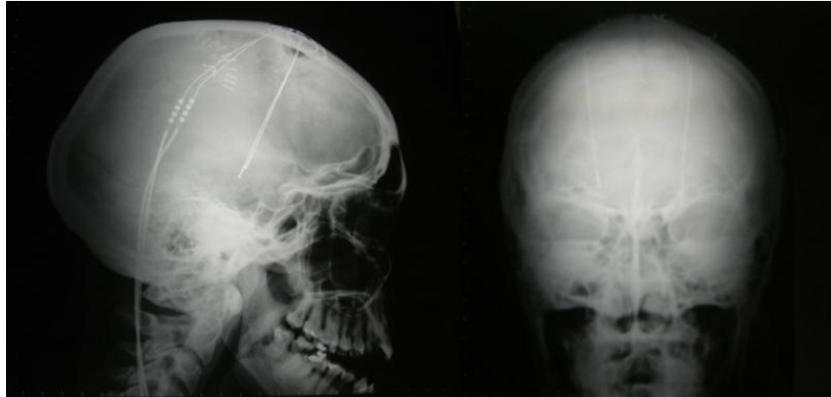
Radiografía de cráneo en proyecciones AP y lateral posterior a la colocación de neuroestimulador palidal.
